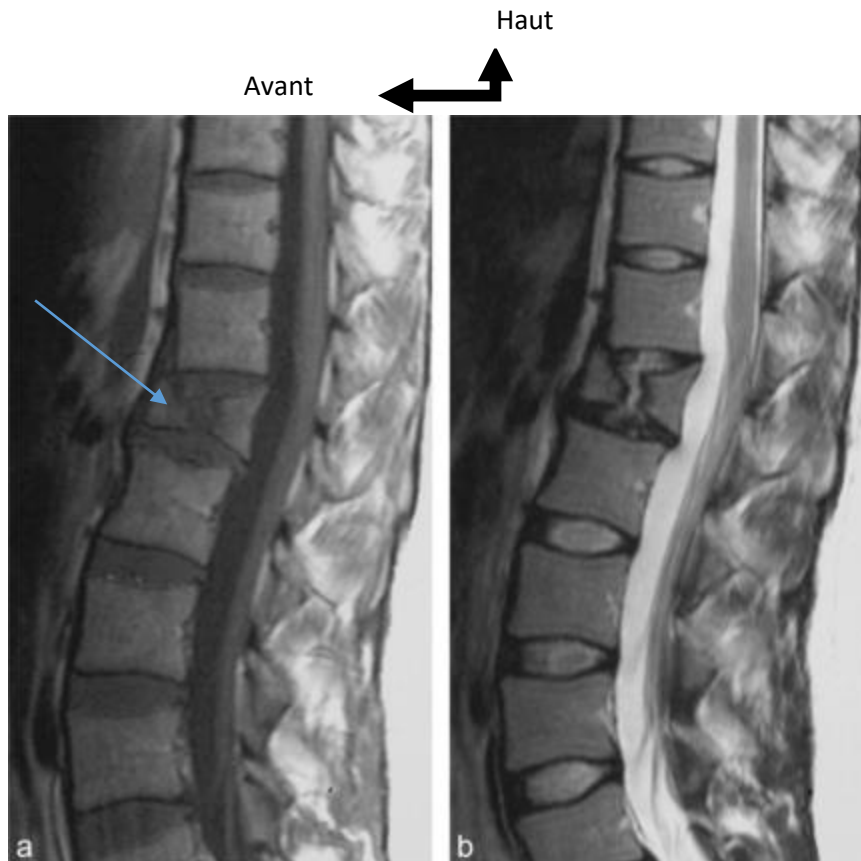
IRM coupes sagittales T1 (a) et T2 (b) montrant une fracture en diablo (type A2 de Magerl) de L1 (flèche bleue) (36).
